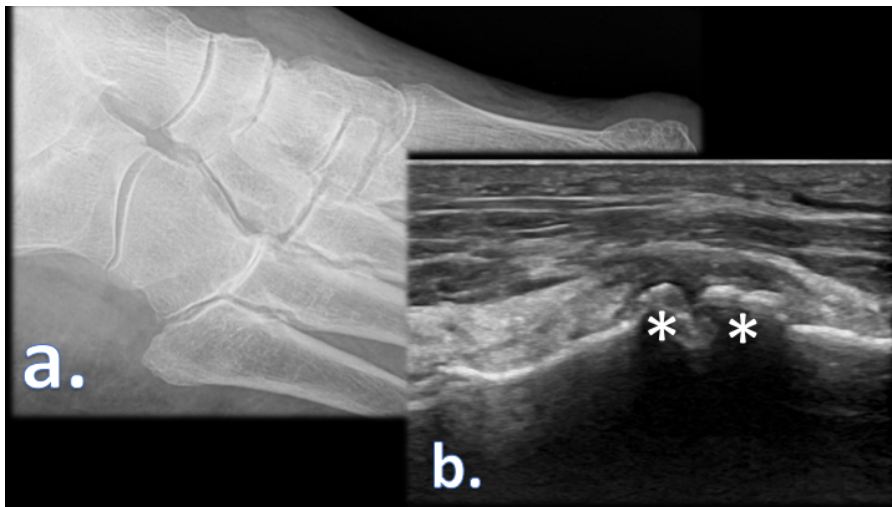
Patient with NIJD revealing osteophytes at the left TMT II–IV, NCL, NCI, and NCM. a CR showing none of the osteophytes seen by sonography. b Ultrasonography of the NCM depicting two clear osteophytes*
